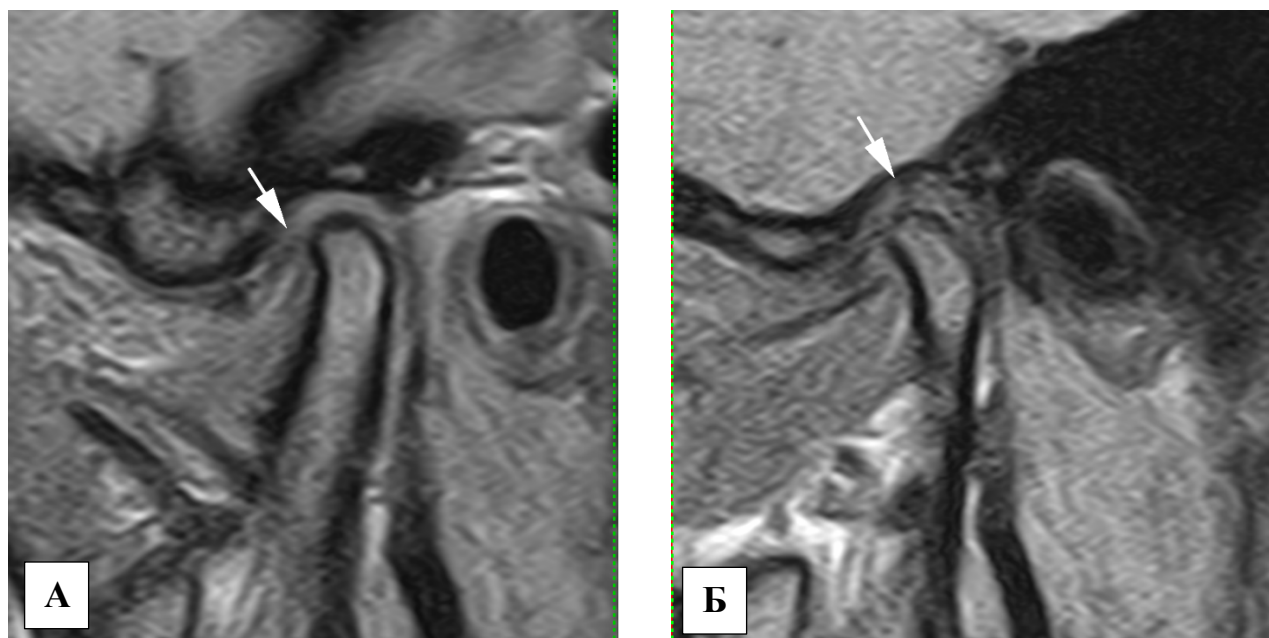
Изображение ВНЧС при проведении МРТ у пациентки Д.: А – до лечения – диск смещён кпереди; Б – после лечения – нормализация положения диска
